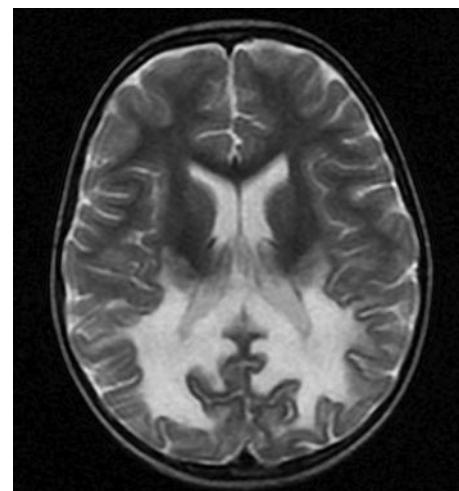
МРТ-картина головного мозга пациента Д., 7 лет, поперечный срез.
